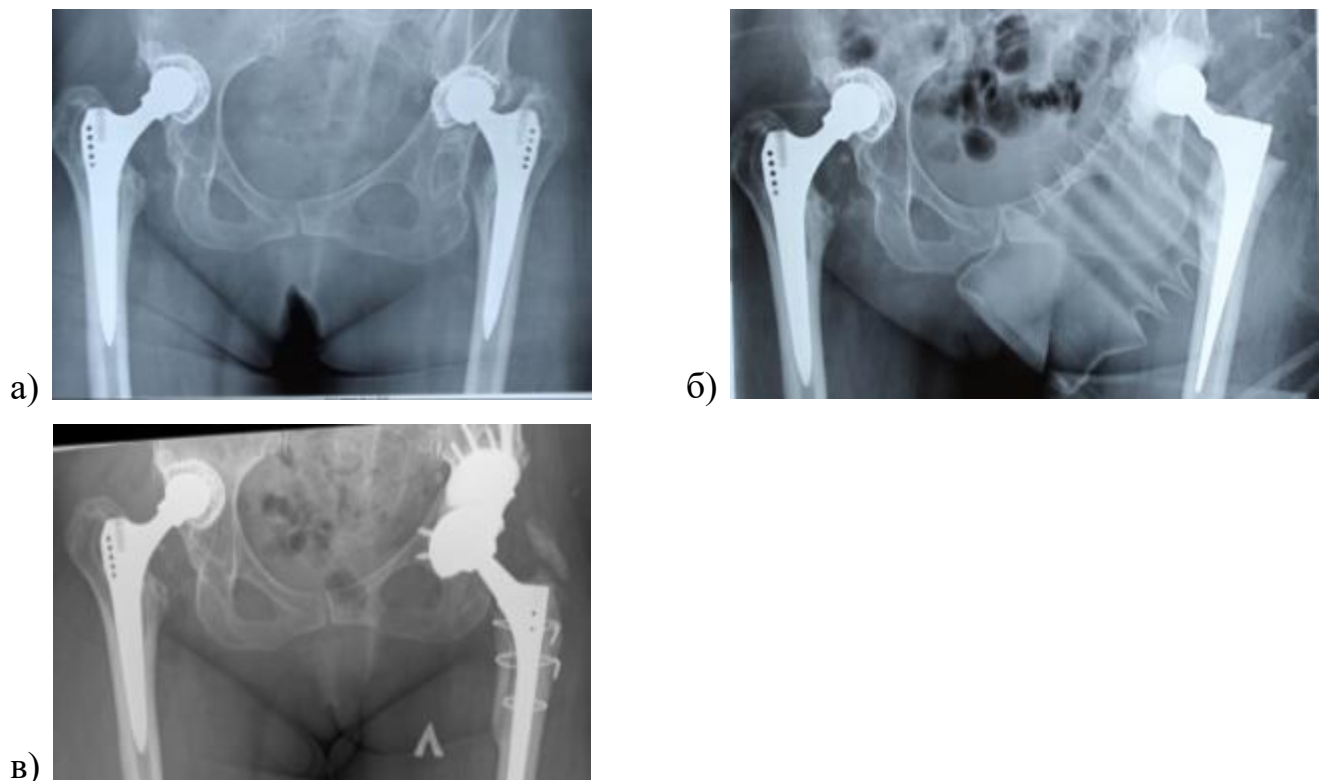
Пример успешного лечения пациентки К., 65 лет. Представлены обзорные рентгенограммы таза: а) при поступлении с ППИ левого ТБС; б) после установки артикулирующего АЦС; в) после ревизионного эндопротезирования.
